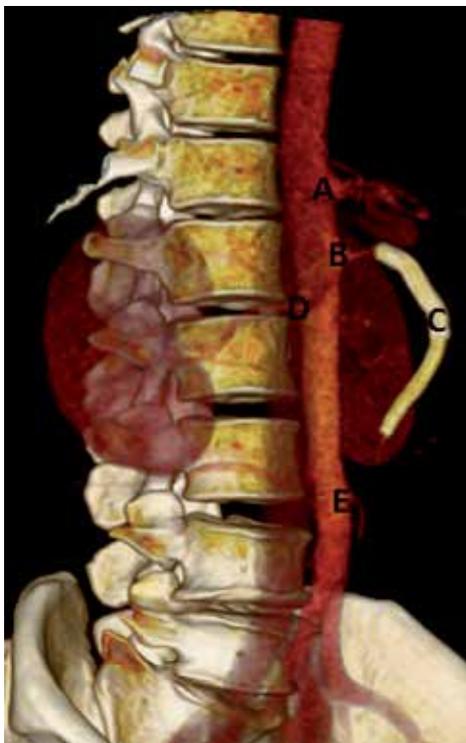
Angiotomografía de aorta abdominal en un corte Sagital posquirúrgica: A. Dispositivos Viabahn®, prótesis endoluminales en AMS, B. Saco aneurismático trombosado.
